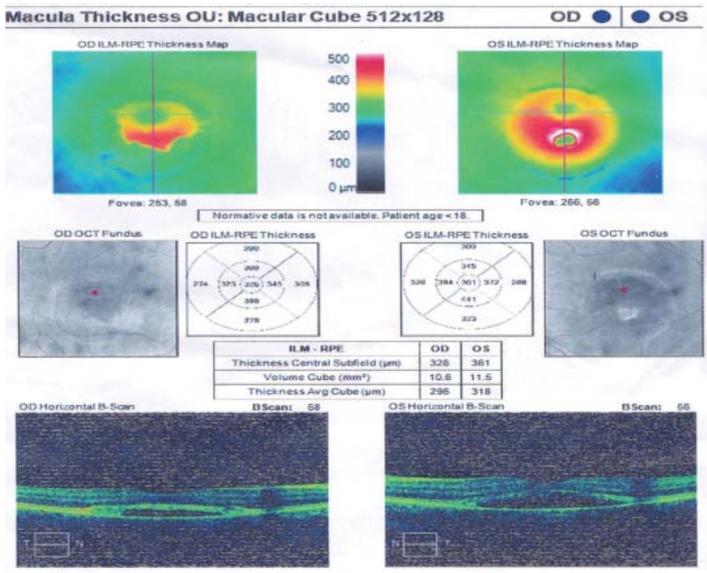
Оптическая когерентная томограмма.
